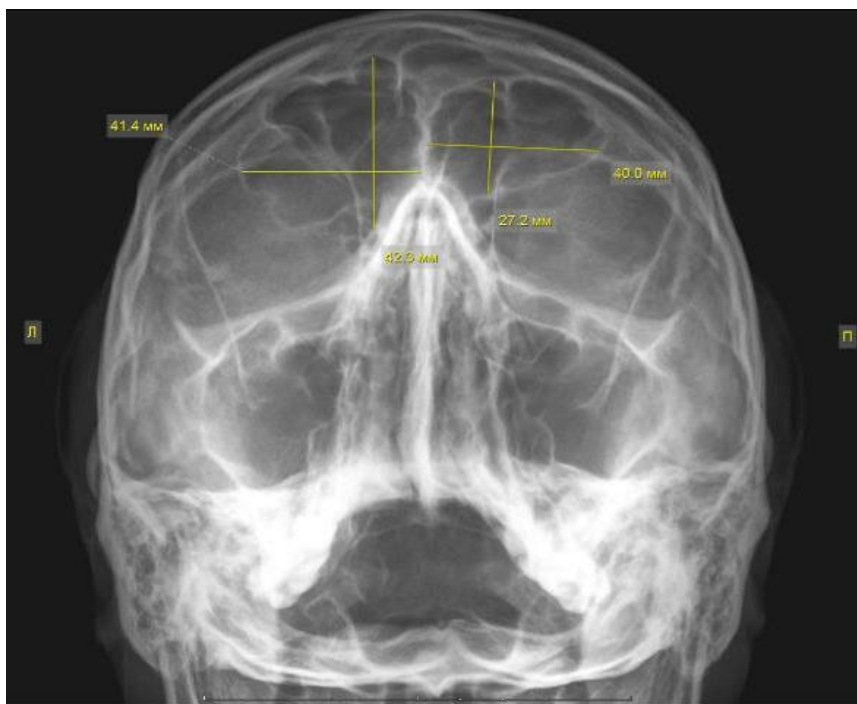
Визначення максимальних лінійних розмірів (висоти і ширини) лобових пазух. Рентгенограма чоловіка 33 років.
